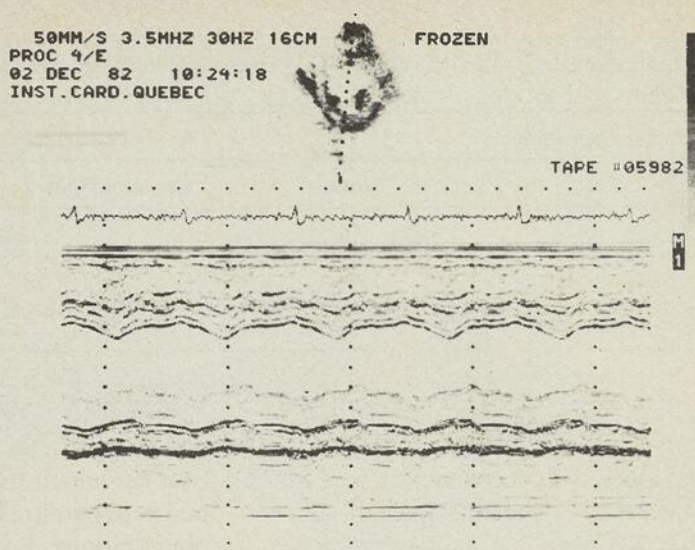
Échocardiogramme simultané en bi-dimensionnel et selon le mode M. Incidence parasternale gauche petit axe au niveau des piliers. Le septum ventriculaire a un mouvement et un épaississement (% épaississement = 38%, N = 38-58%) normaux. La paroi postérieure est très hypokinétique (% épaississement = 17%, N = 46-78%).
